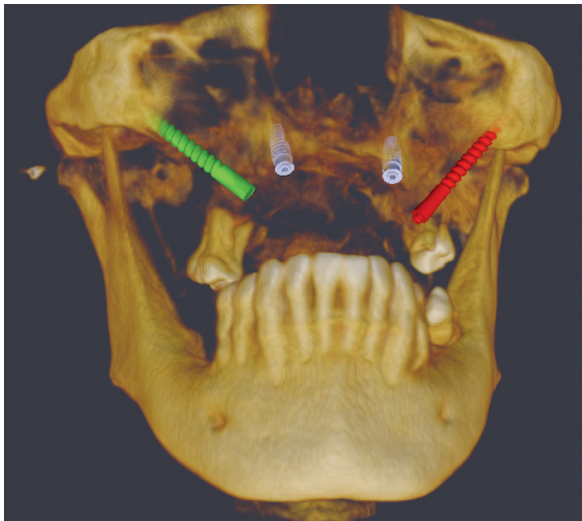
Estudio en CBCT de la primera opción de tratamiento con dos implantes convencionales y dos cigomáticos.
